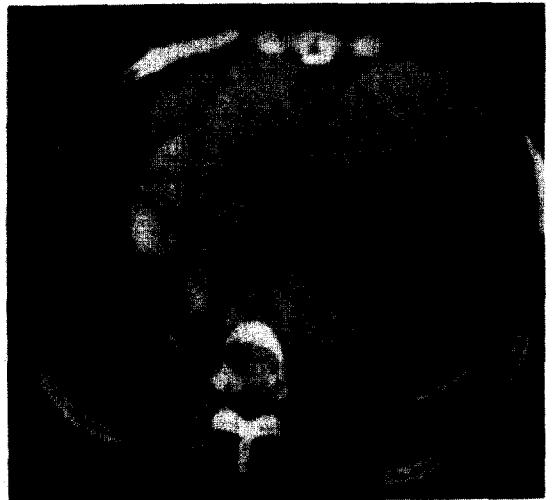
Chest computerized tomography shows a large homogenous fluid-dense mass shifting the heart to the right side.
